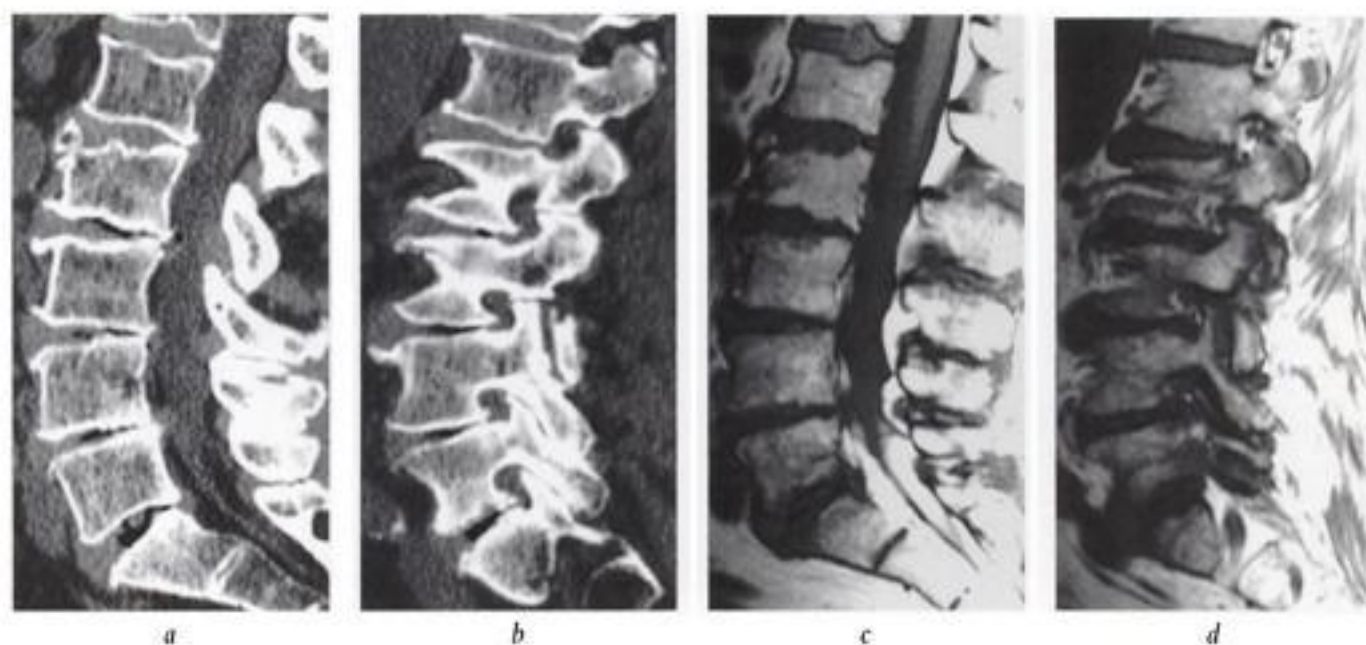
Rétrécissement canalaire central et foraminaux : corrélations TDM/IRM. TDM en acquisition spiralée, reconstructions sagittales a) médiane et b) latérale passant par les foramens : rétrécissements étagés du canal central par des débords discaux et ostéophytiques (a) et rétrécissements foraminaux sévères par les débords ostéophytiques et une arthrose zygapophysaire sévère (b) : notez la disparition quasi complète de la graisse foraminaux aux 3 derniers niveaux. IRM correspondante en coupes sagittales T1 c) médiane et d) par les foramens ; e) coupe sagittale médiane en T2 : visualisation du sac dural et de son contenu, des rétrécissements, mais moins bonne délimitation des composantes discales ou ostéophytiques des débords par rapport à la TDM ; bonne visualisation de l'étranglement foraminaux (d). Notez que l'IRM montre de façon moins évidente la présence de gaz au sein des espaces discaux. Notez également la lipomatose épidurale particulièrement marquée au versant postérieur du canal rachidien en regard des niveaux L3-L4, L4-L5 ainsi qu'à hauteur de la charnière lombo-sacrée.
